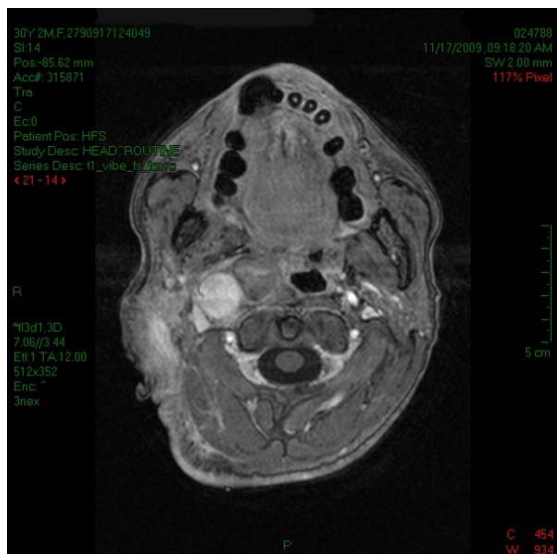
IRM T1 Vibe Transversal
